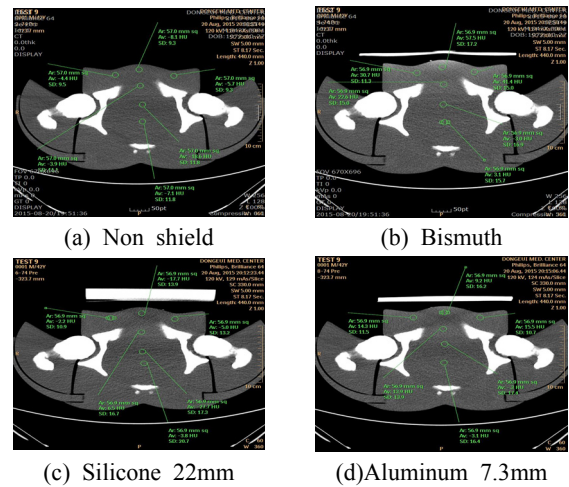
Changes of CT number and noise
